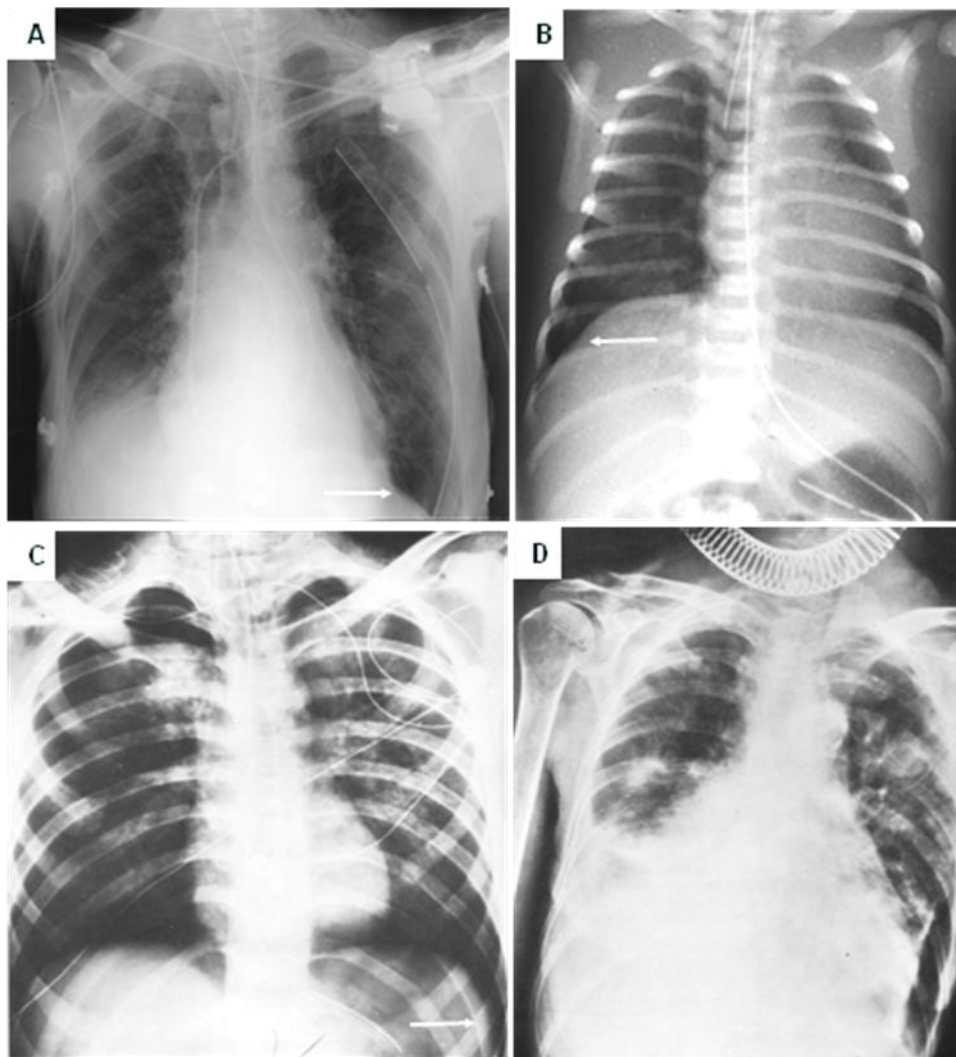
99. Serie de radiografías AP de tórax, A. Paciente con tubo de pleurostomía para drenaje de un neumotórax subpulmonar (flecha) de causa traumática. B. Neumotórax a tensión con un sulcus profundo (flecha). C. Paciente receptor de catéter para presión venosa central, hay enfisema subcutáneo cervical y neumotórax manifestado por surcos costofrénicos laterales profundos. D. Neumotórax subpulmonar izquierdo, paciente con toracocentesis y con lesiones metastásicas pulmonares.
